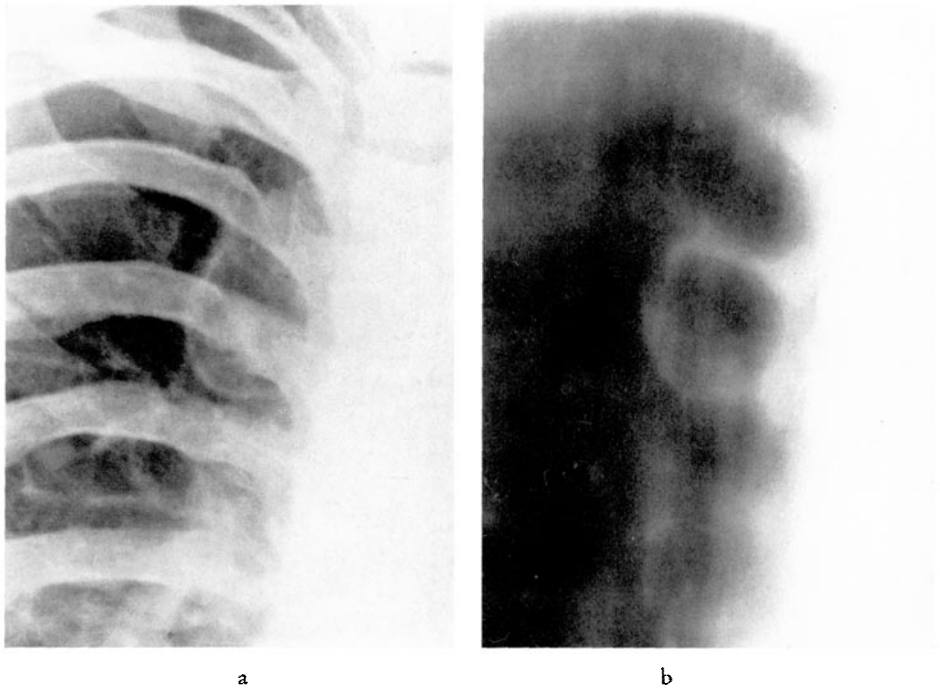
a u. b. Pat. V. M., geb. 21. 8. 1939. a Ausschn. aus Thoraxübersicht vom 10. 3. 1958: Im rechten Oberfeld paravertebral pflaumengroße zart- und glattwandige cystenähnliche Ringfigur. b Tomogramm vom 10. 3. 1958: Auch tomographisch äußerst zart- und glattwandig begrenzter cystenähnlicher Hohlraum
